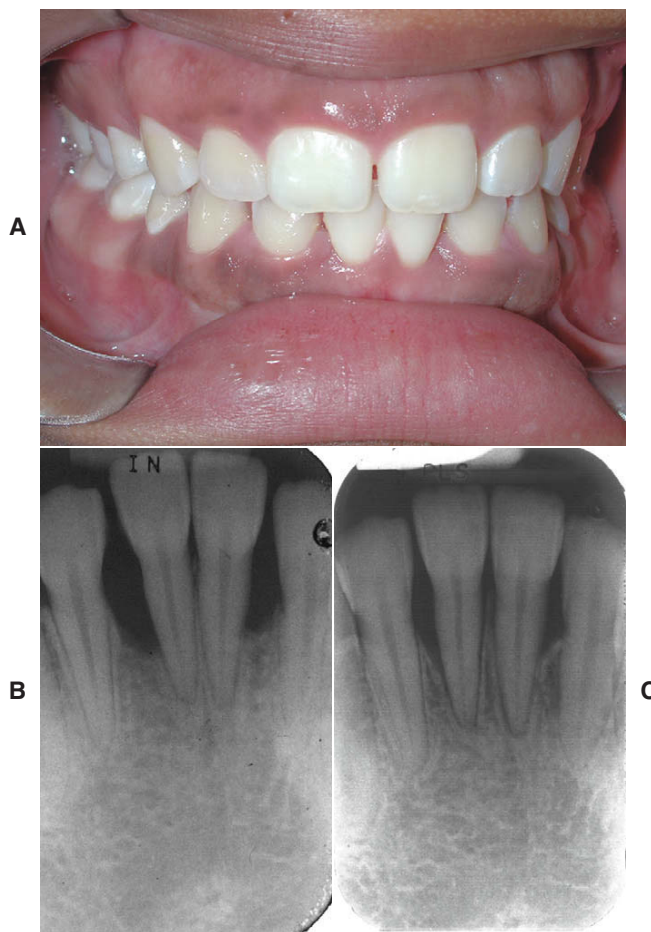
Periodontite juvenil geralmente se manifesta como um ataque intenso aos tecidos de suporte ao redor dos incisivos centrais e/ou dos primeiros molares. A, Aparência intraoral de um paciente que procurou aconselhamento ortodôntico por causa da falta congênita de segundos pré-molares. B, Radiografia periodontal da área dos incisivos inferiores. C, Radiografia periodontal de acompanhamento da mesma área de incisivos após tratamento com antibióticos e curetagem e depois tratamento ortodôntico completo. A menos que a sondagem periodontal durante o exame clínico ortodôntico detecte inflamação e uma perda óssea deste tipo, e então uma radiografia periapical seja requisitada, uma severa doença periodontal pode ser negligenciada, e a perda dos dentes envolvidos é inevitável. Se o problema periodontal ficar sob controle, é possível realizar o tratamento ortodôntico.
